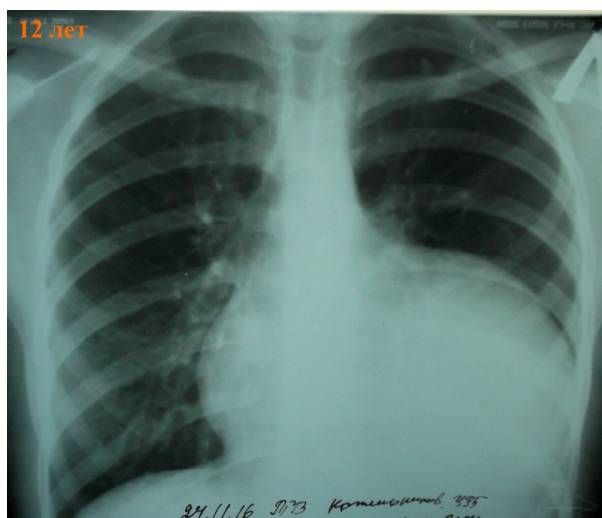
Обзорная рентгенография грудной клетки в возрасте 12 лет – новообразование левого гемиторакса
